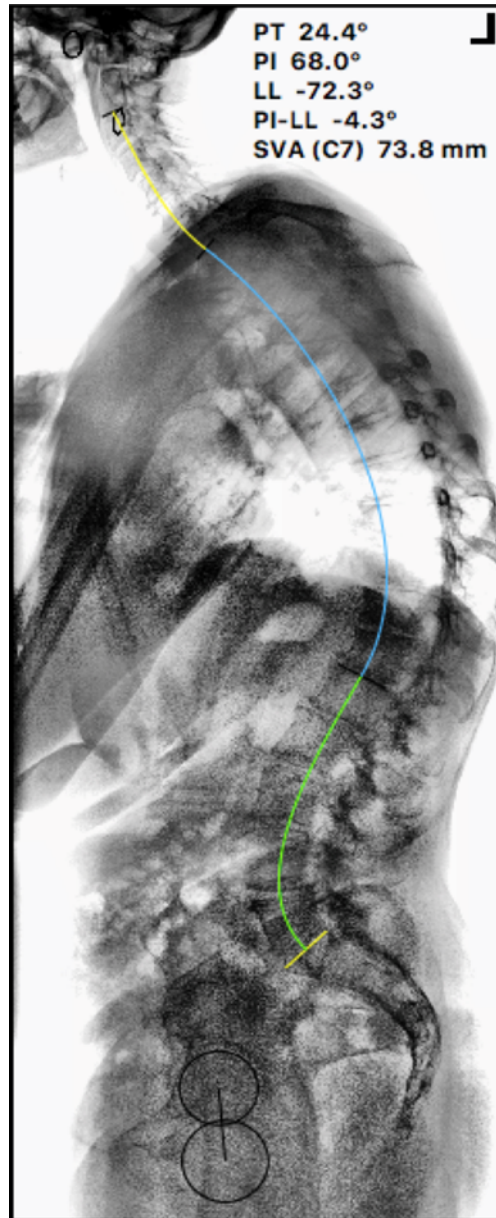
Телерентгенография пациента 64 лет после микрохирургической декомпрессии на уровне L_{IV}-L_V. с хроническим аксиальным болевым синдромом. Отмечается грудной гиперкифоз и поясничный гиперлордоз с ретроверзией таза как компенсация нарушений сагиттального баланса
